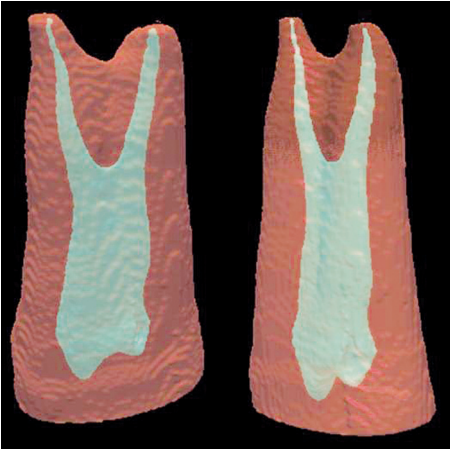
Üst birinci azının köklerinin mikrotomografi kesitleri ile elde edilen üç boyutlu rekonstrükte edilmiş görüntüleri
